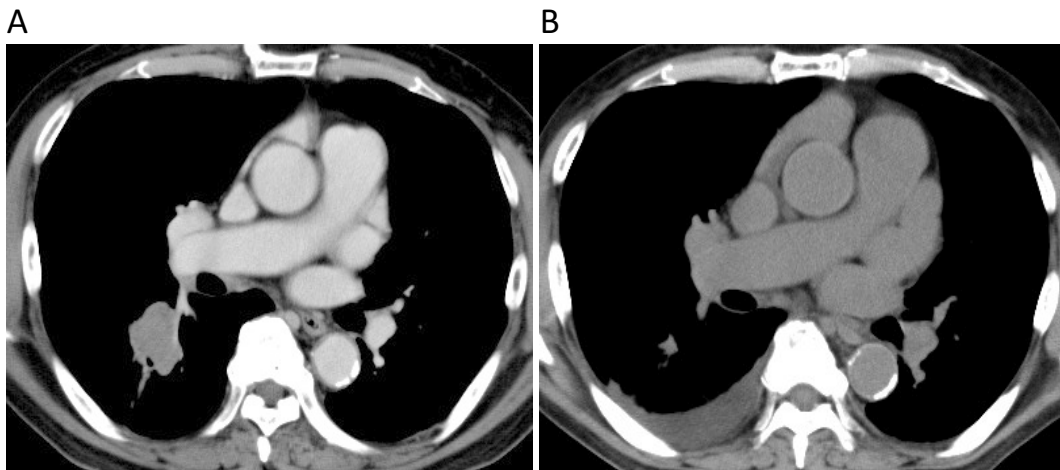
A. Chest CT at the start of osimertinib. B. Chest CT on admission-revealed right pleural effusion and tumor shrinkage.
